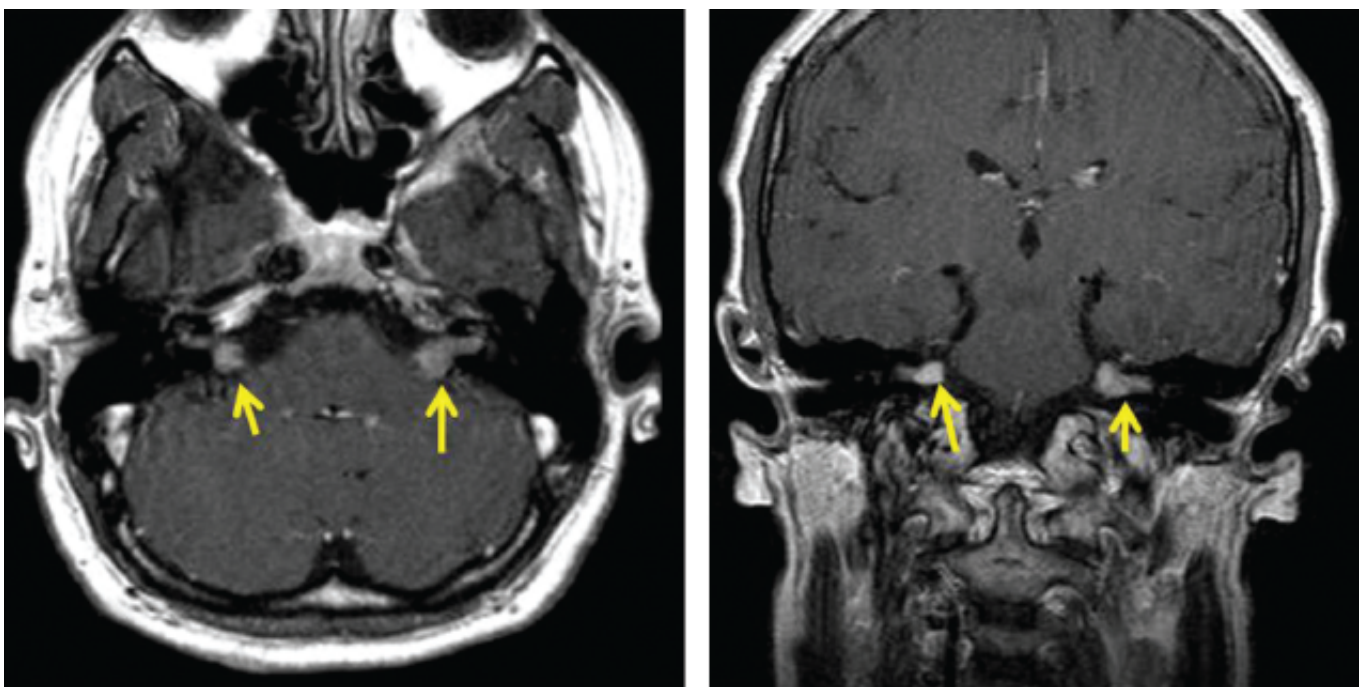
Neurofibromatose tipo 2. RM de encéfalo mostrando lesões expansivas originando-se dos condutos auditivos internos que se projetam para os ângulos pontocerebelares (*setas* – schwannomas do VIII par craniano).
